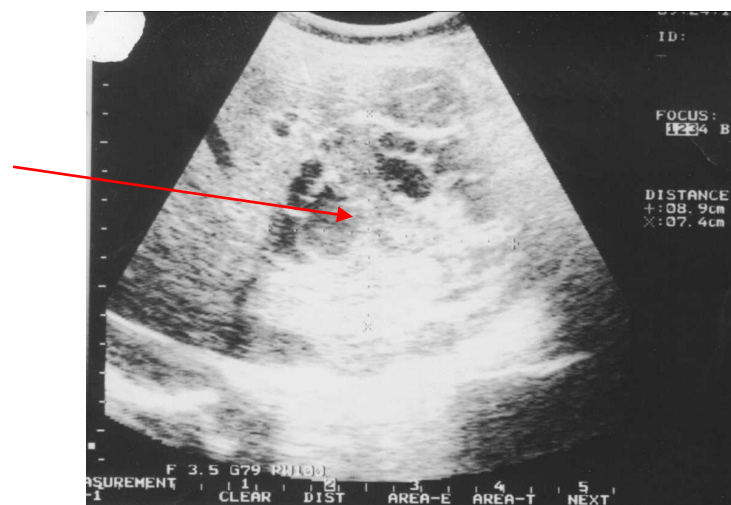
ИОУЗИ печени. Множественный эхинококкоз печени (выраженный кальциноз кист)
